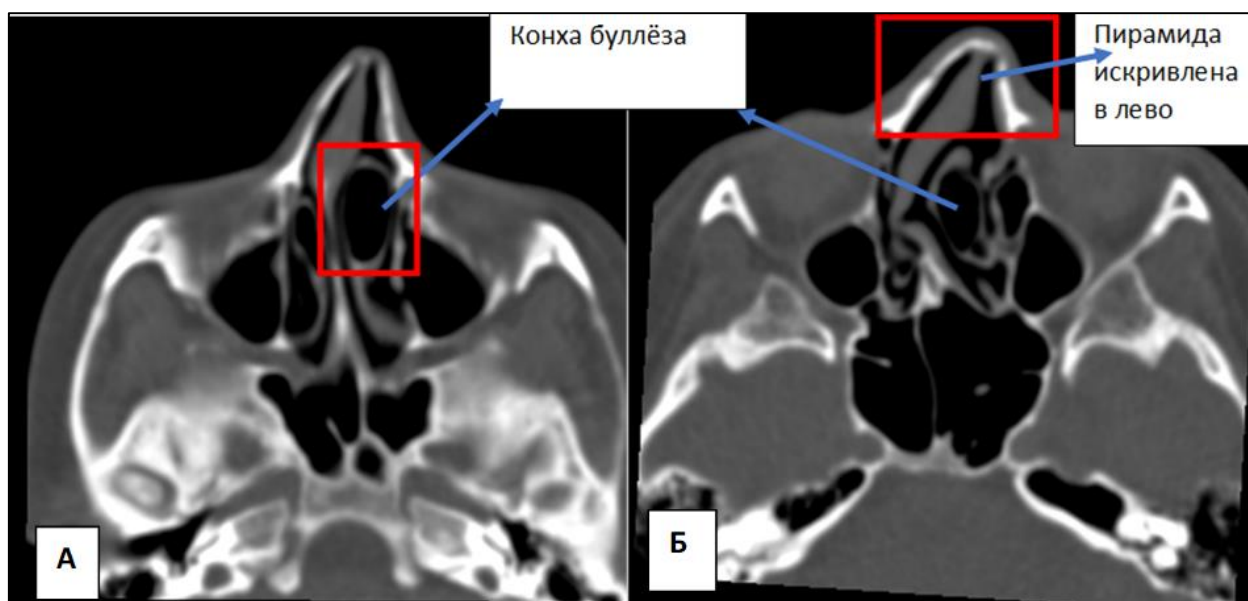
На 53-м (а) и 59-м (б) аксиальных срезах компьютерной томографии определяется пневматизация средней носовой раковины (concha bullosa) и латеральное отклонение костной пирамиды носа влево
